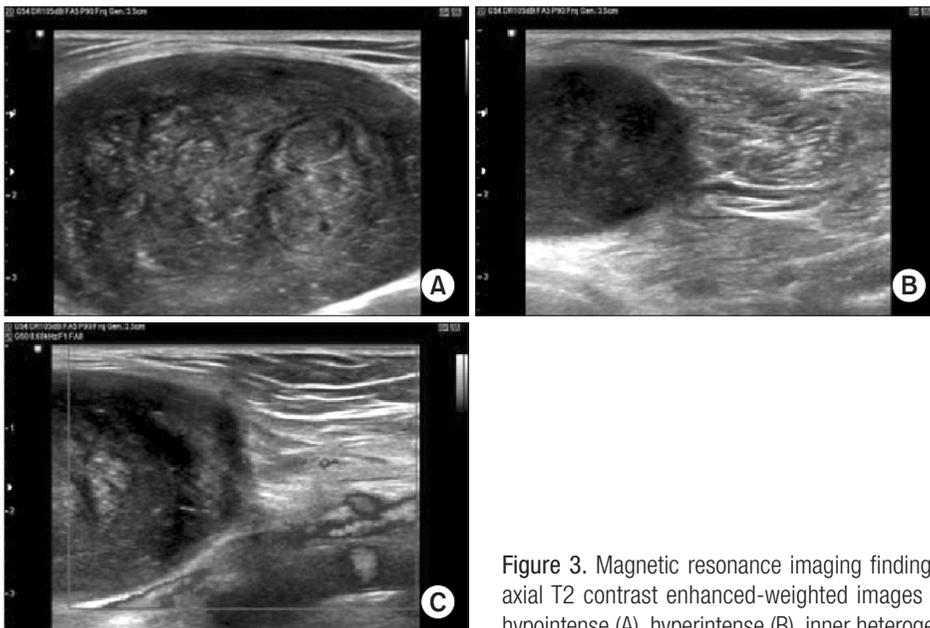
Magnetic resonance imaging findings of the mass. Sagittal T1- (A), T2- (B), and axial T2 contrast enhanced-weighted images demonstrating a well-marginated mass with hypointense (A), hyperintense (B), inner heterogeneous (C) signals, respectively.
